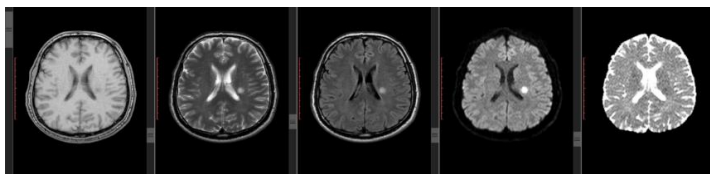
Explorarea IRM cu secvențele T1, T2, FLAIR, DWI, ADC a unui infarct lacunar acut situat în teritoriul profund al ACM stâng (subiectul nr. 1 din cadrul lotului de studiu)
